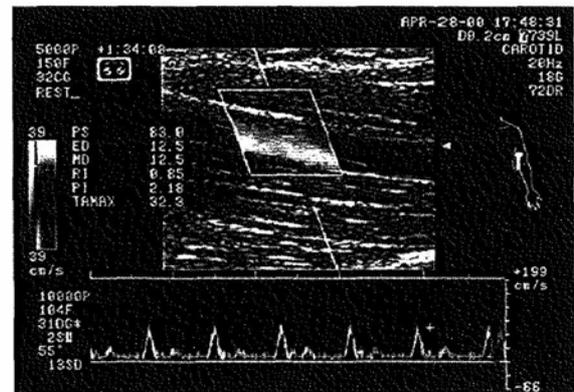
上腕動脈の血管内径と血流速度の同時記録の一例 超音波カラー Doppler 血流計を用いて血管内径（上図）と血流速度（下図）をリアルタイムで記録した
